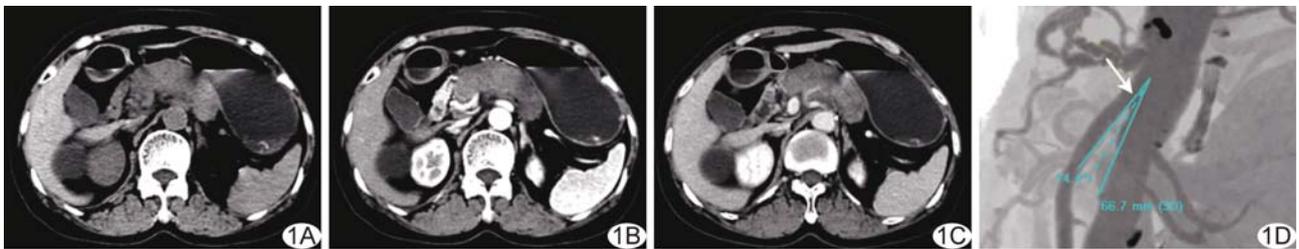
AIP 和胡桃夹综合征影像学表现 A. CT 平扫示胰腺体部增粗; B. CT 增强扫描动脉期病灶呈轻度强化; C. CT 增强扫描延迟 1 min 10 s, CT 值约 66 HU; D. MIP 反转图像示肠系膜上动脉与腹主动脉夹角变小(箭), 测角度约 14.4°, 左肾静脉受到钳夹
